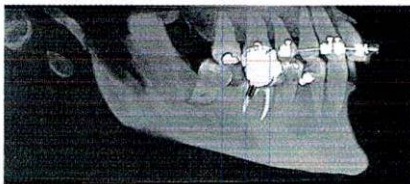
Corte sagital de tomografía
